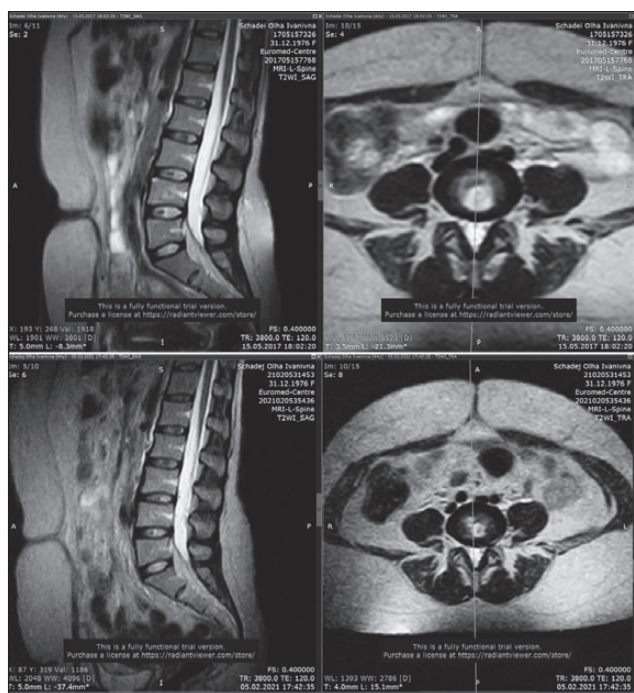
МРТ пацієнта Ш.
